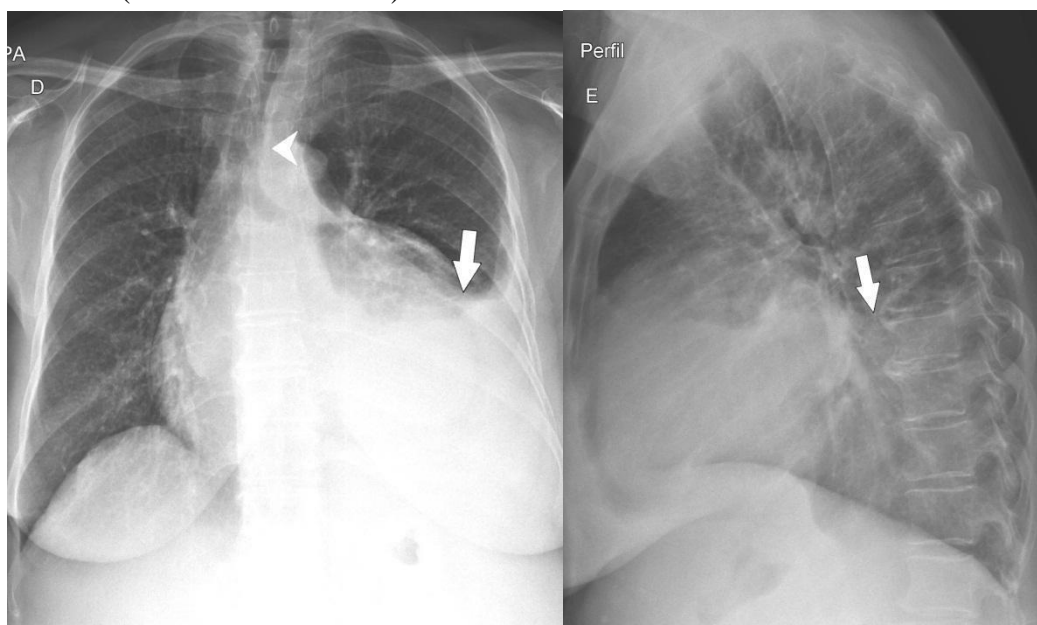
Radiografia de tórax em PA (A) e perfil (B). Volumoso derrame pleural à esquerda (seta), inclusive com leve desvio mediastinal contralateral (cabeça de seta).
